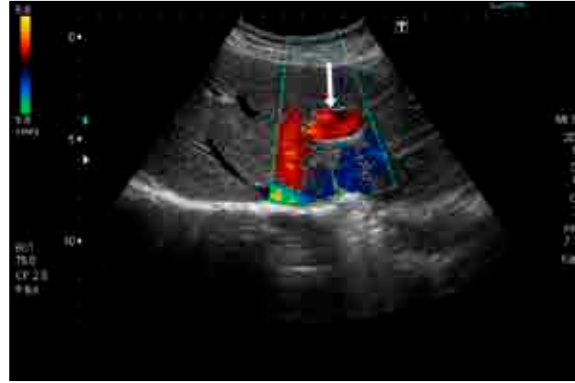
Color Doppler scan shows a hepatopedal waveform in the intrahepatic portal aneurysm (arrow) with no sign of a thrombus.
